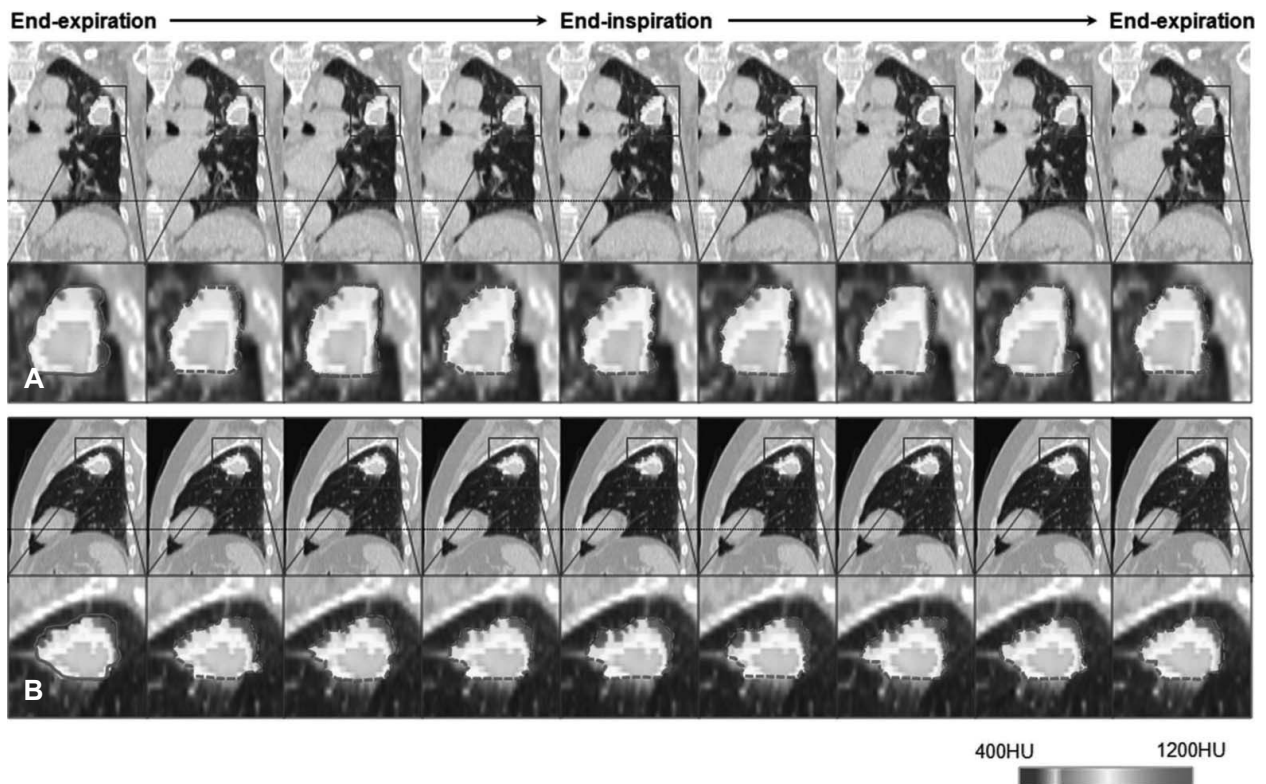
Results of tumor tracking along each phase of the nine respiration in 4D CT (10). (A) frontal view, and (B) lateral view.
